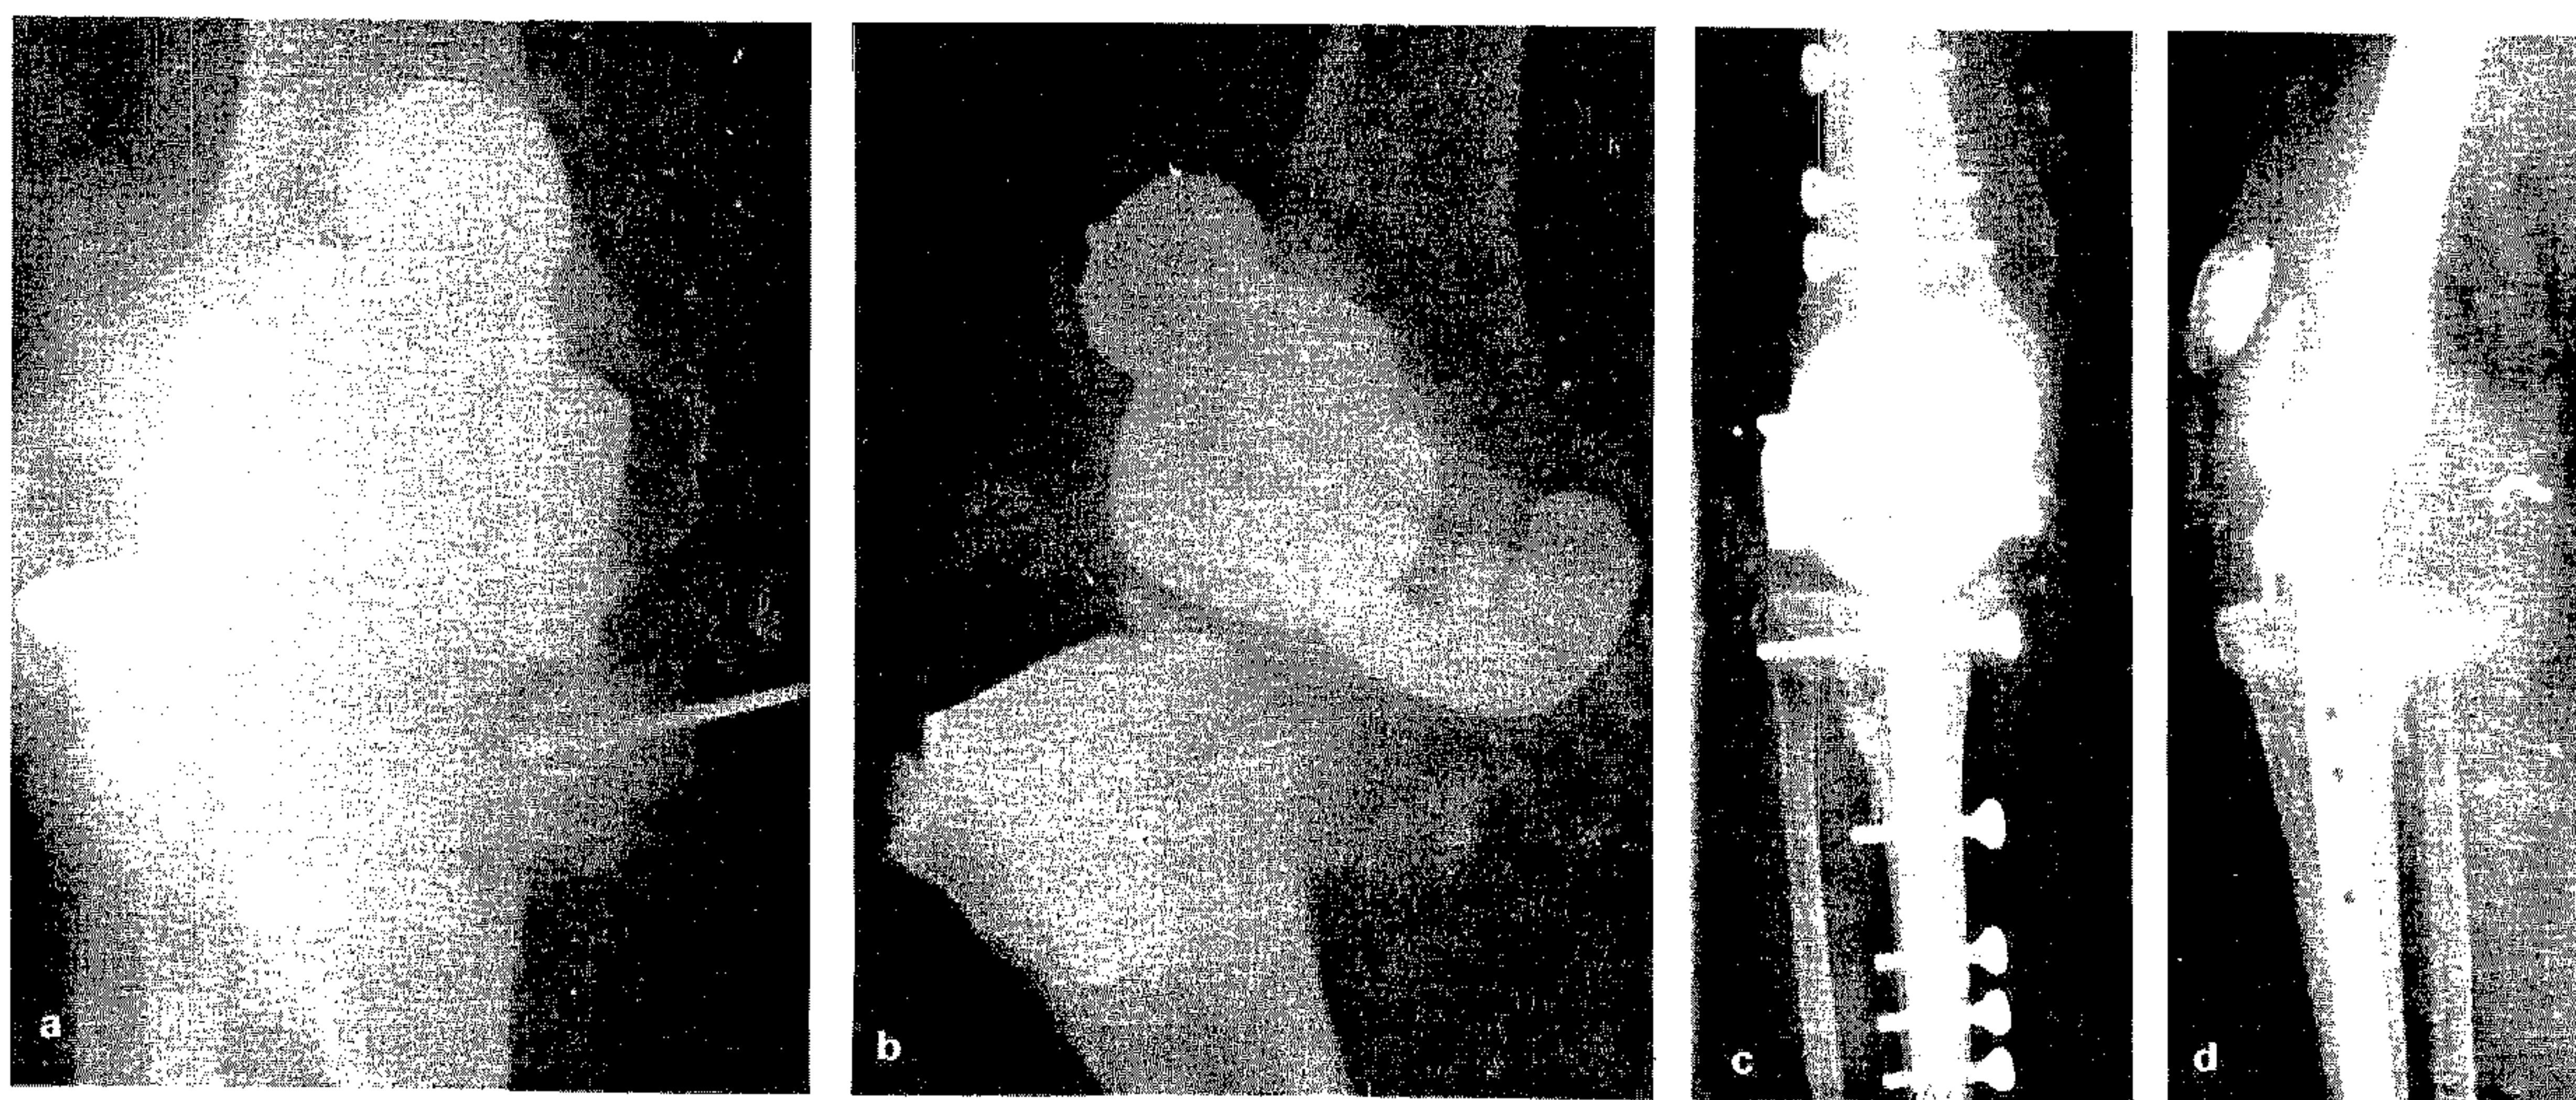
a/b - Artroplastia totală nestabilizată eșuată (radiografia față și profil). c/d - Același caz, după înlocuirea protezei cu un model complet stabilizat (Maidstone-Biomet).
